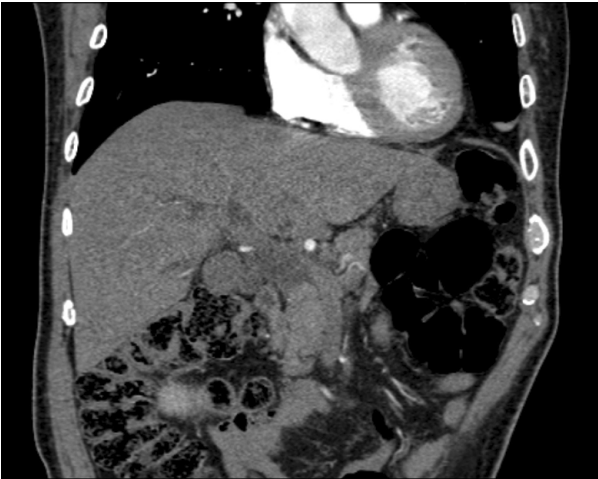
Abdominal CT findings. An intraluminal mass and bile duct dilatation were seen in the distal common bile duct.
